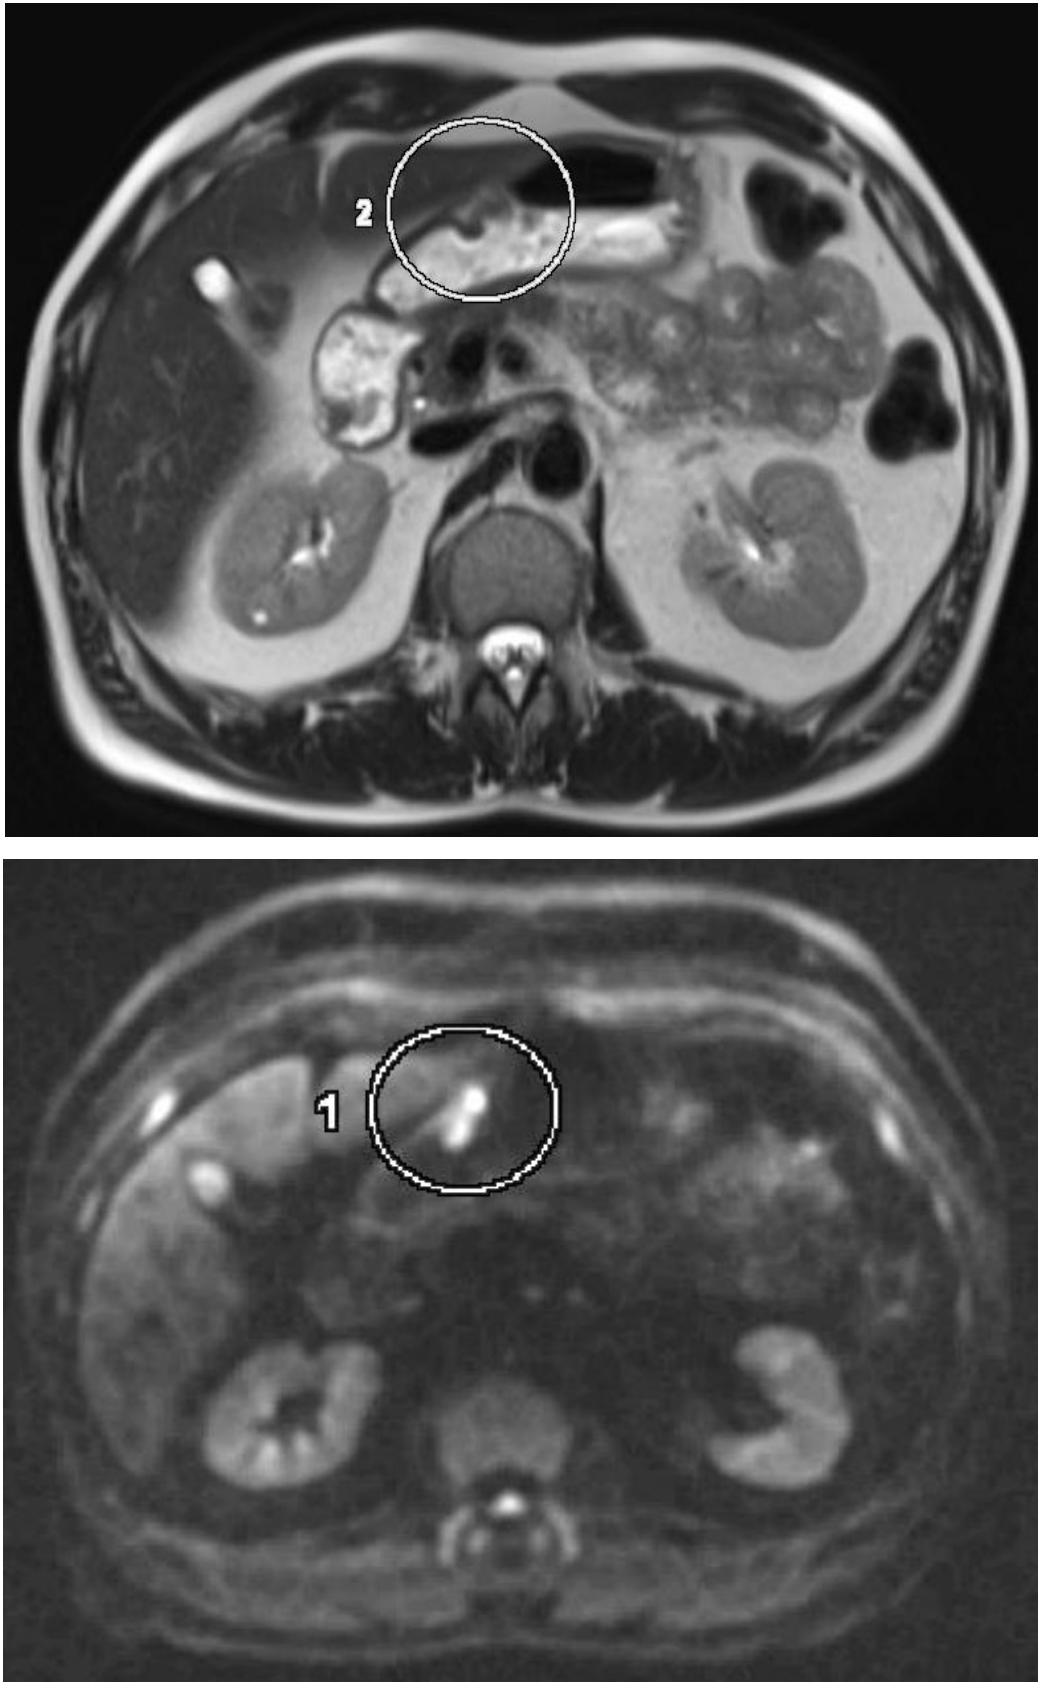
ДВКЛ IЕ ст. с поражением стенки желудка. ДВ МРТ, объемное мягкотканое уплотнение стенки желудка с ограничением диффузии (круг).
